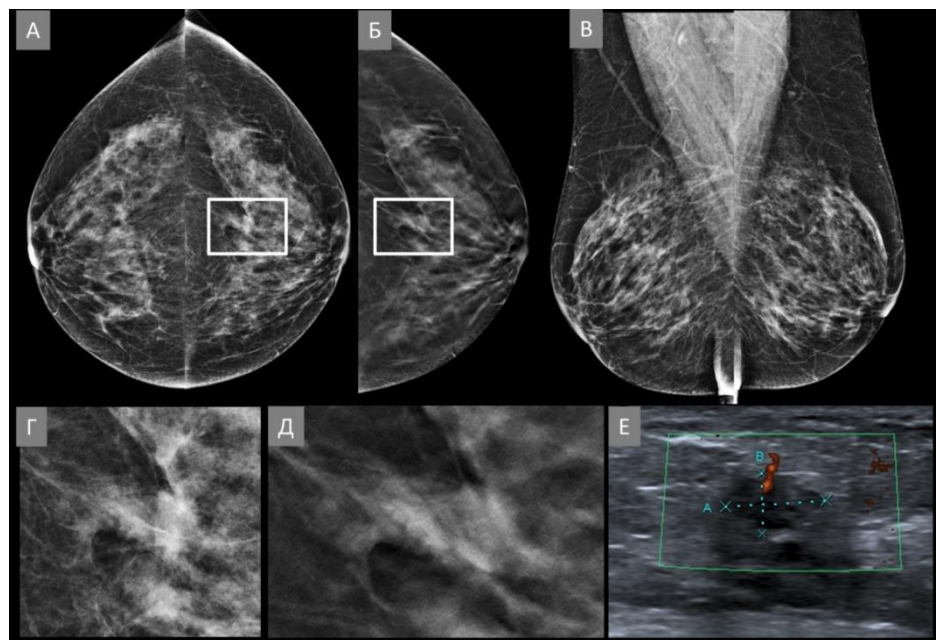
Пацієнтка id:55968. Однопроєкційна (LCC) зляквісна асиметрія у лівій грудній залозі (А) Білатеральна цифрова рентгенівська мамографія у прямих краніокаудальних проєкціях (СС), асиметрія візуалізується на рівні латеральних
